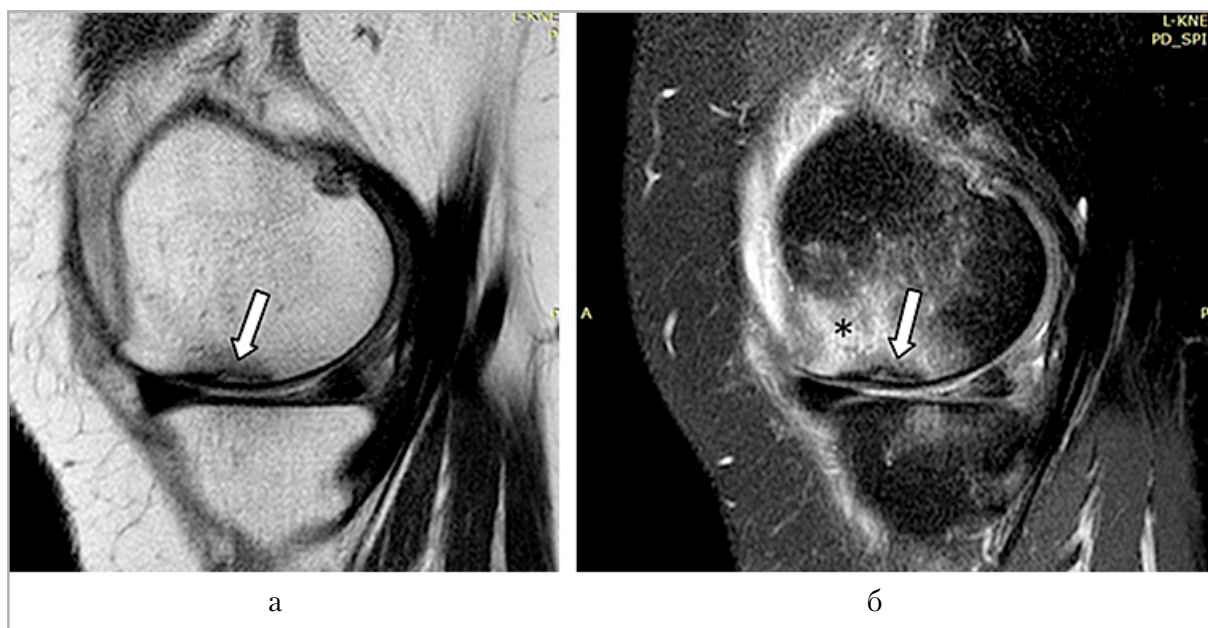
МР-томограммы в сагиттальной плоскости (*а* — PD-ВИ; *б* — PD-FS-ВИ), демонстрирующие субхондральный отек костного мозга (*звездочка*) и субхондрально расположенную полулунную линию перелома (*стрелка*)
